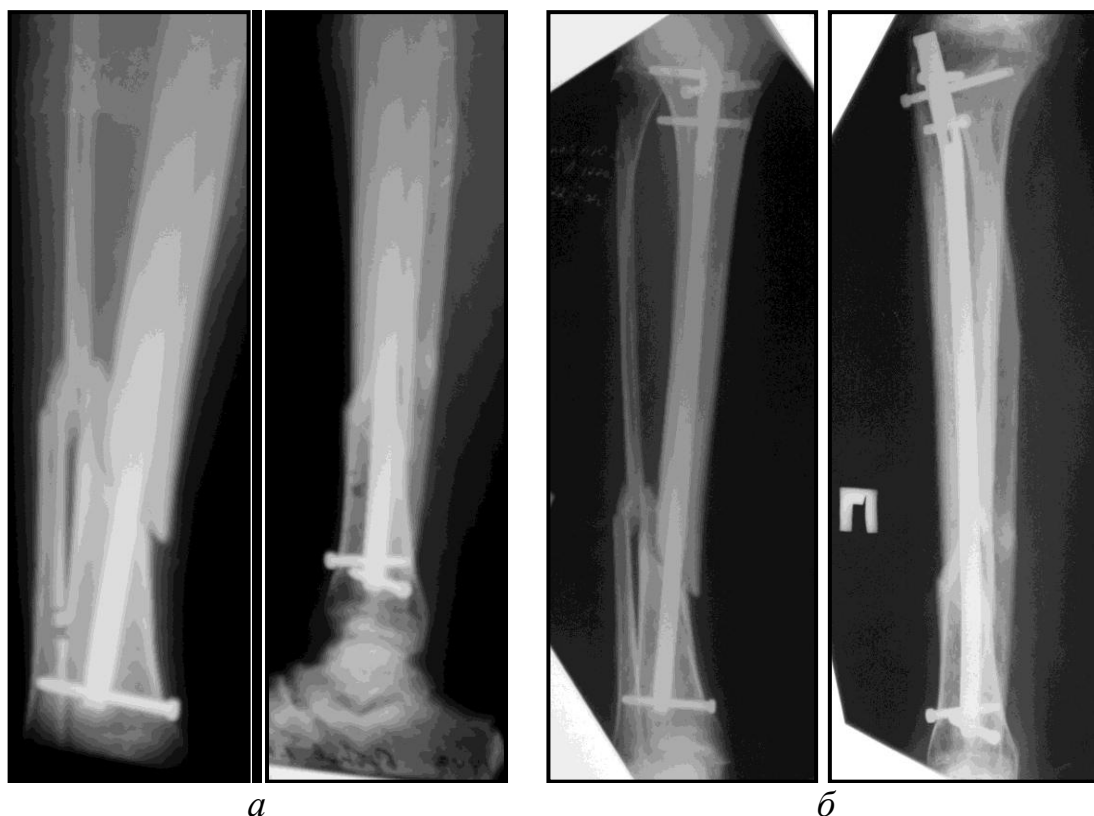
Рентгенограммы правой голени больного Б., 55 лет, и/б №10401.
